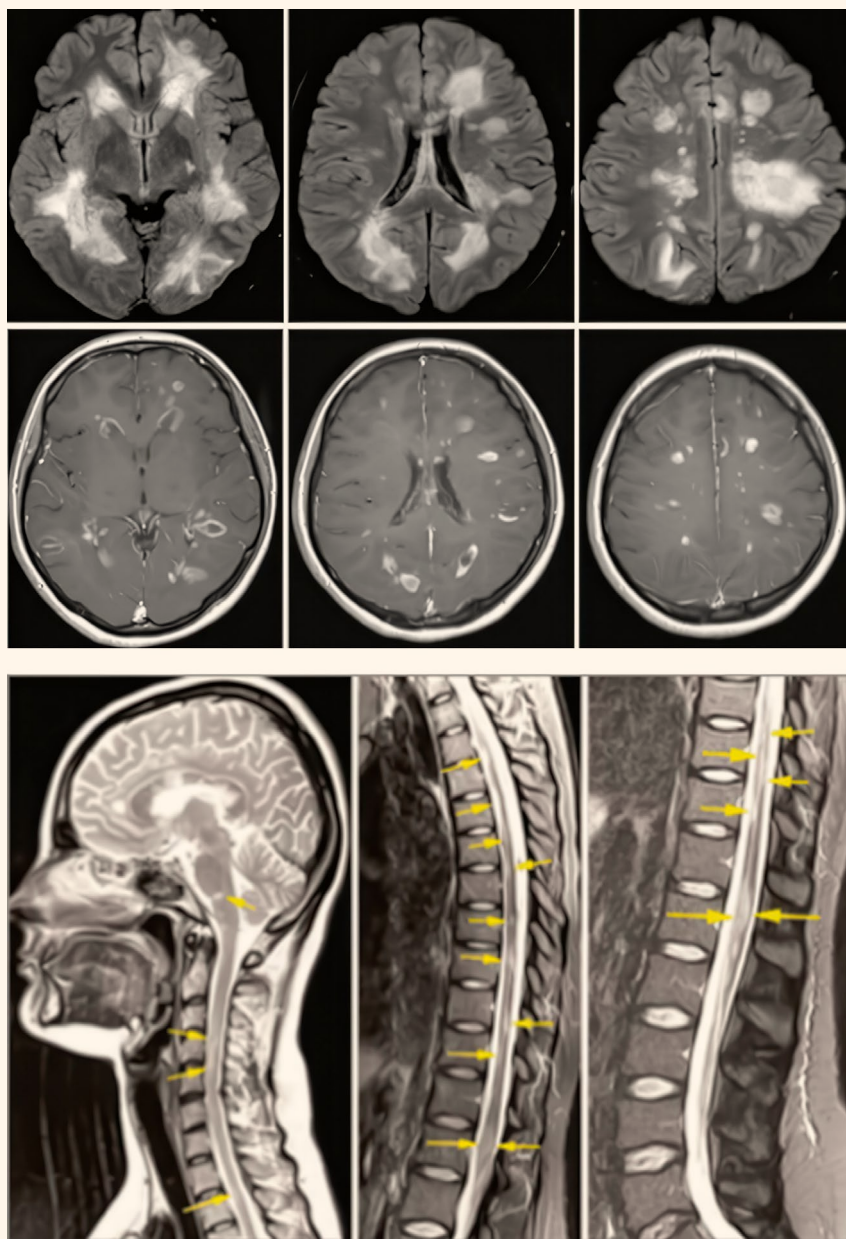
МРТ головного мозга (верхняя половина) и спинного мозга (нижняя половина) пациентки с МОГ-ассоциированным энцефаломиелитом на фоне новой коронавирусной инфекции
